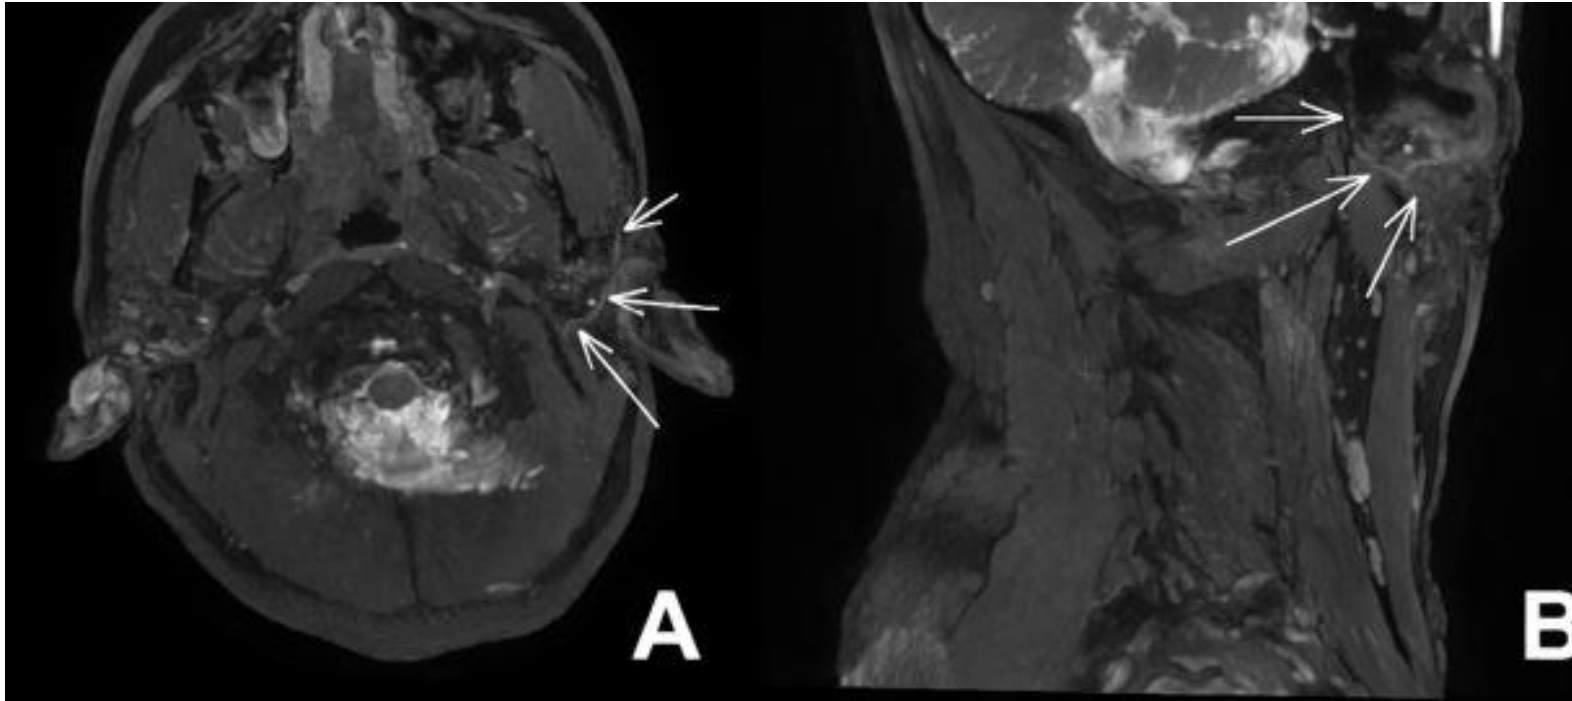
Secuencia MENSA. (A) RM en plano axial. (B) RM en plano sagital oblicuado, en la que se identifica marcado engrosamiento e irregularidad del nervio facial izquierdo en el contexto de cambios postratamiento (quirúrgico y radioterápico) en la parótida izquierda, con mínimo remanente de tejido parotídeo.
